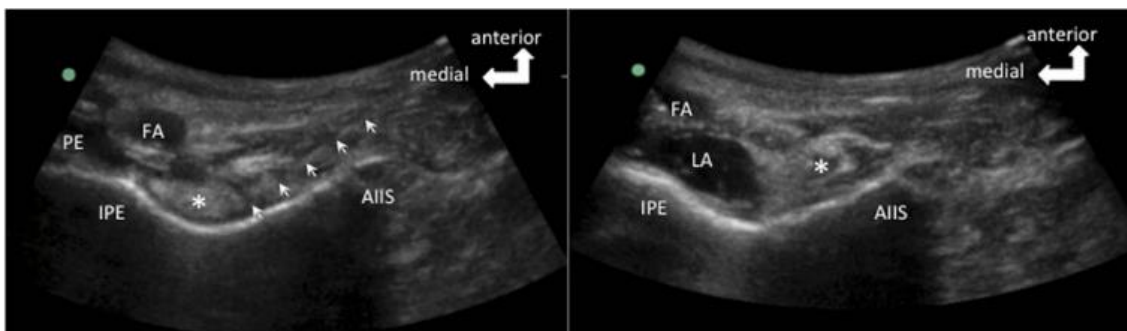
Sonogramme bei Anlage eines PENG-Blocks (aus Girón et al. – mit freundlicher Genehmigung von Philip Peng Educational Series) – PE = m. pectineus, IPE = os pubis, AIIS = spina iliaca anterior superior, FA = a. femoralis, * = Psoassehne
